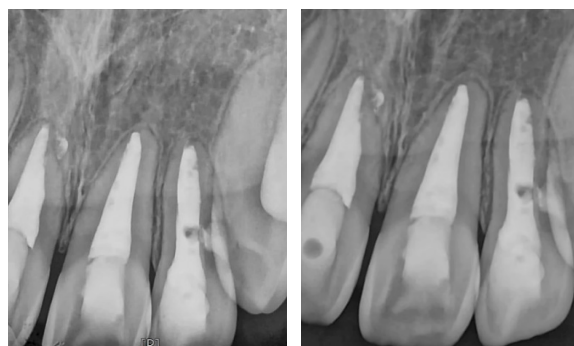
Flap op후 각각 3개월, 6개월 경과관찰시 치근단 방사선 사진
